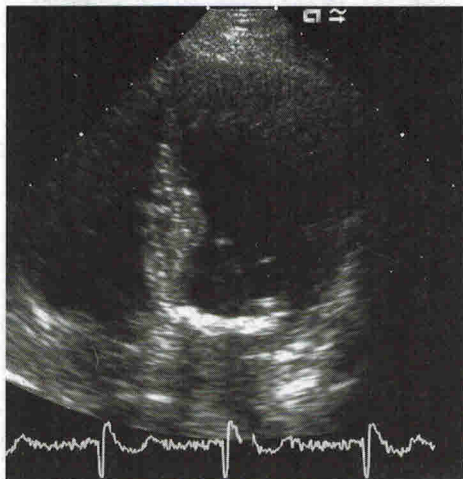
Кальциноз фиброзного кольца митрального клапана. Эхокардиограмма в четырехкамерной позиции от верхушки сердца.
